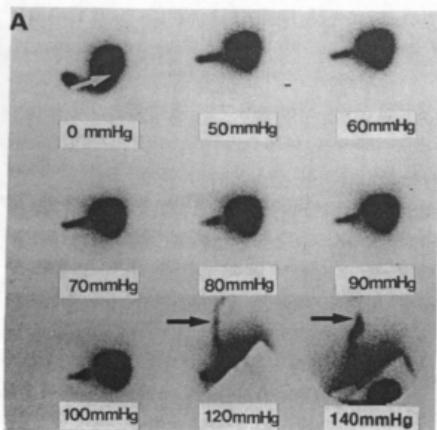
Gastroesophageal scintigram is being taken by applying gradually increasing pressure up to 240mmHg over the abdomen after the ingestion of mixture of juice and Tc^{99m} : A, gastric image is noted(white arrow). G-E reflux is identified at the pressure of 120 mmHg : B, reflux is begun to be noted as low as 60mmHg(arrow).
